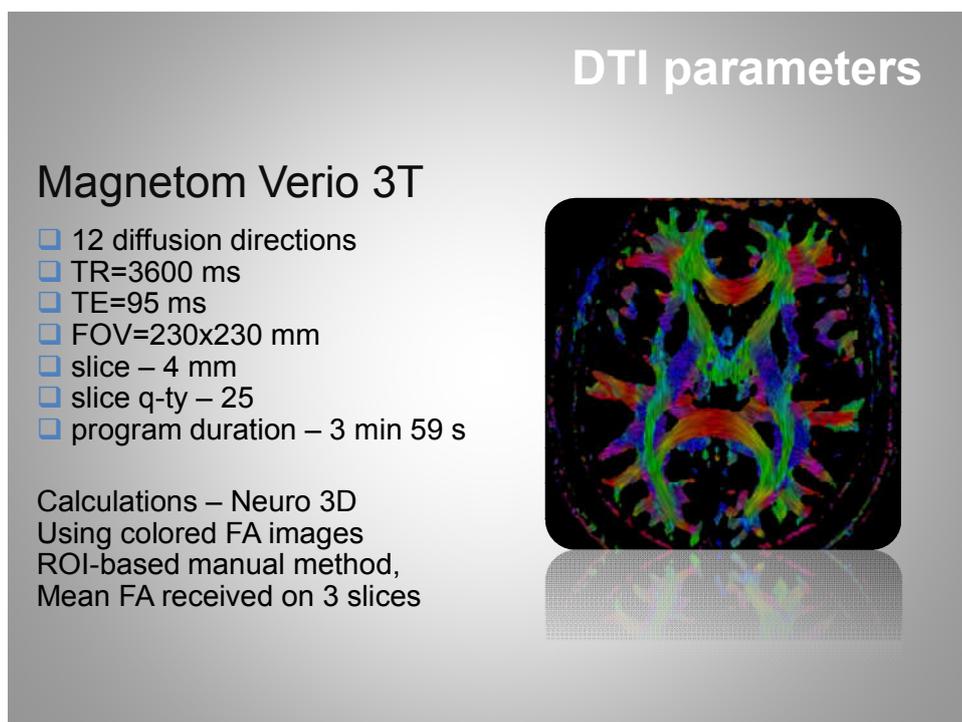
Диффузионно-тензорная МРТ - новый метод структурной визуализации проводящих путей головного мозга.
